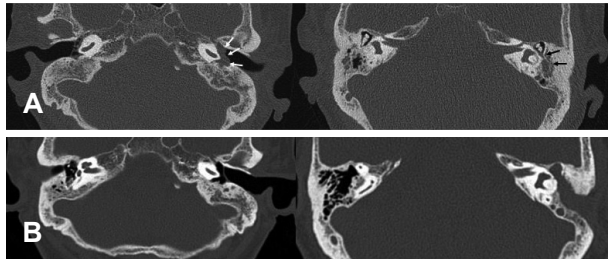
TBCT findings of case 2. On pre-treatment TBCT, mucosal thickening and soft tissue density were observed in left middle ear cavity (white arrows) and air-fluid level was seen in left mastoid cavity (black arrows) (A). After surgical and medical treatment (1 year and 6 months after surgery), well-pneumatized middle ear cavity was seen in follow up TBCT (B). TBCT: temporal bone CT.
